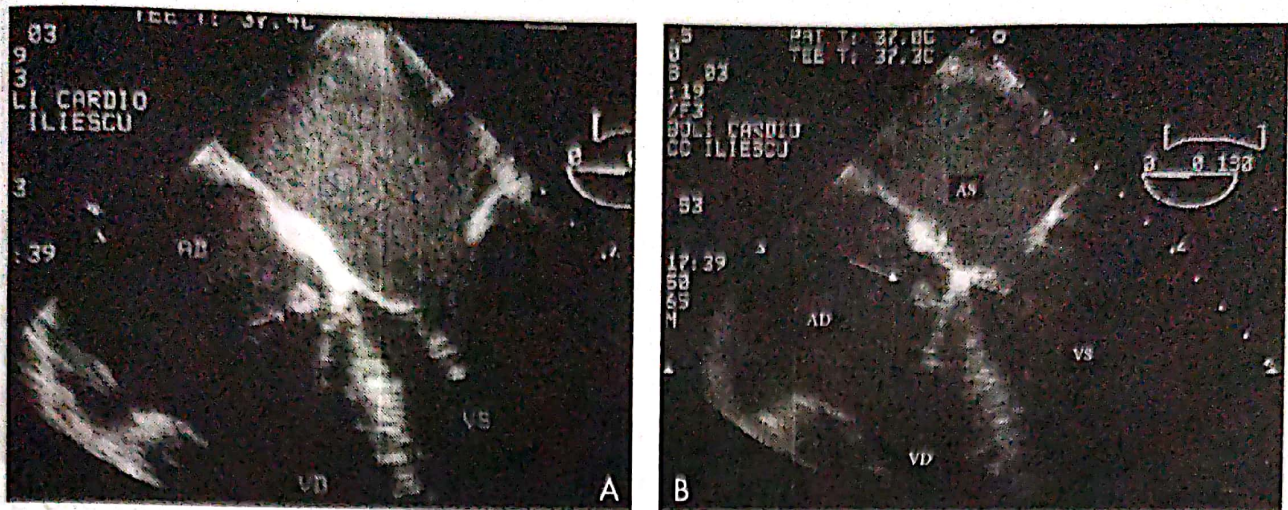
Ecografie transesofagiană. Secțiune longitudinală, 4 camere.
